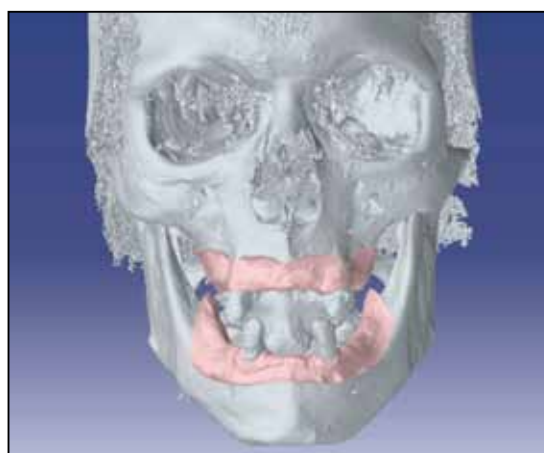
TAC e modelli accoppiati
